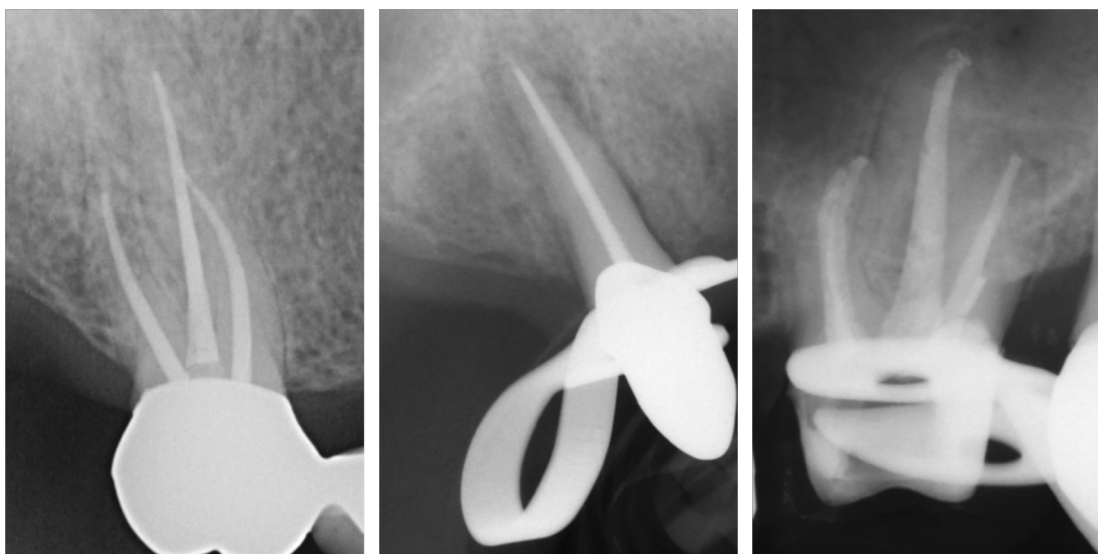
Exemplarische Röntgenkontrollaufnahmen nach Obturation mit verschiedenen endodontischen Systemen. CWR (links), SCGF (mittig) und SCGP (rechts).
